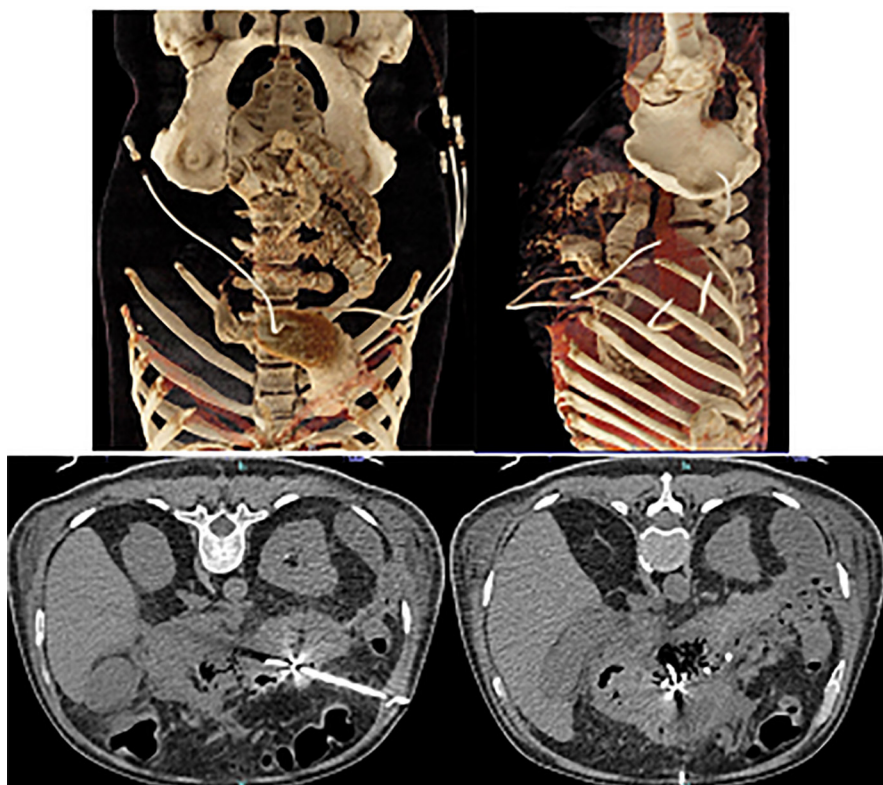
A y B. TC de abdomen simple; colocación de catéteres percutáneos. C y D: reconstrucción 3D donde se evidencia la posición de los catéteres implantados.
